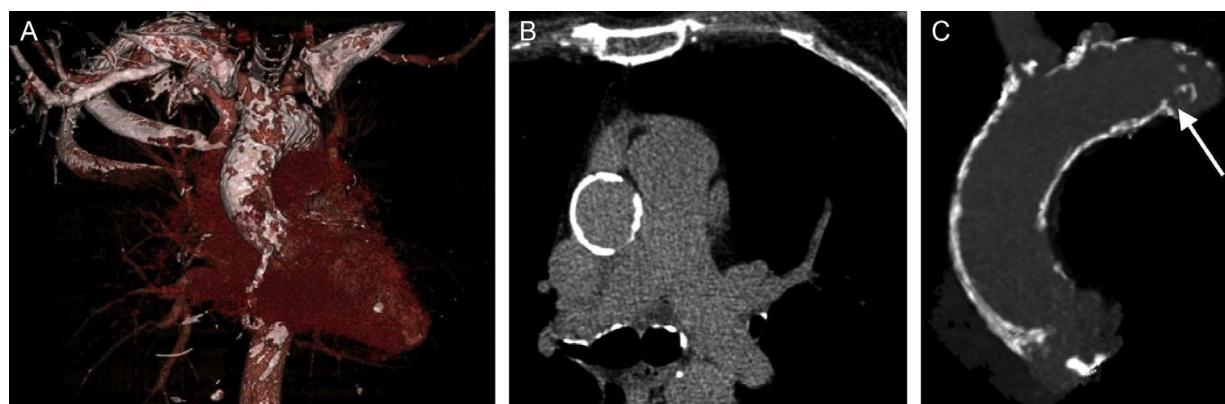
Tomografía computarizada multicorte que muestra una aorta de porcelana. Aorta ascendente torácica intensamente calcificada (A), de aspecto circular (B) y con protrusión de placa (C, flecha). Reproducido con permiso de Van Mieghem y Van der Boon³⁹.
